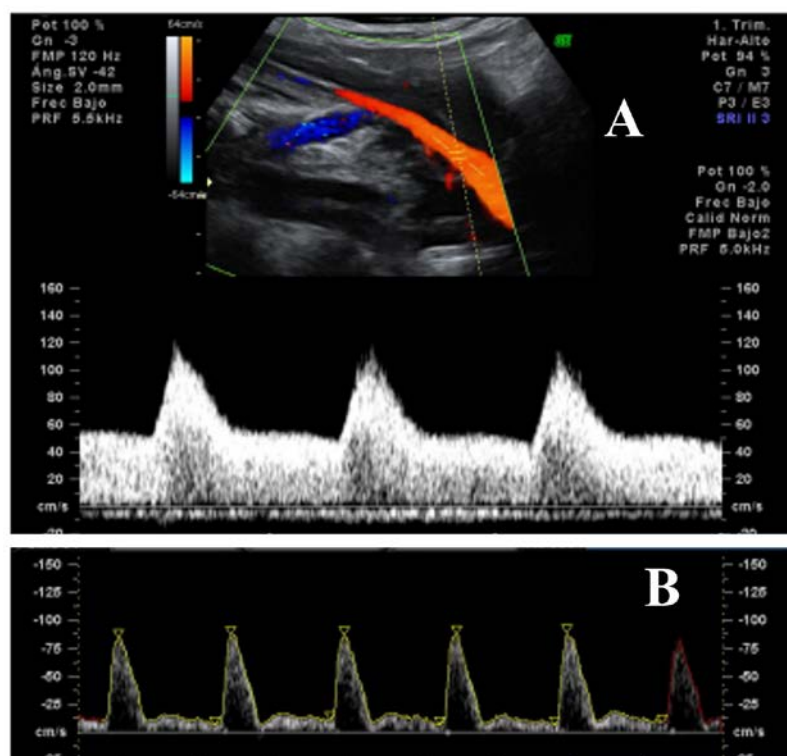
Onda de velocidad de flujo de la arteria uterina en el segundo trimestre. A) Ecografía Doppler de una arteria uterina normal en una gestación con adecuada invasión trofoblástica. B) Onda de velocidad de flujo patológica en el segundo trimestre con persistencia del notch protodiastólico y alta pulsatilidad. En: PROAGO: Programa oficial de actualización profesional para ginecólogos y Obstetras. Tema 8: Crecimiento Intrauterino Restringido. Hemodinámica Materno-Placentaria-Fetal.
